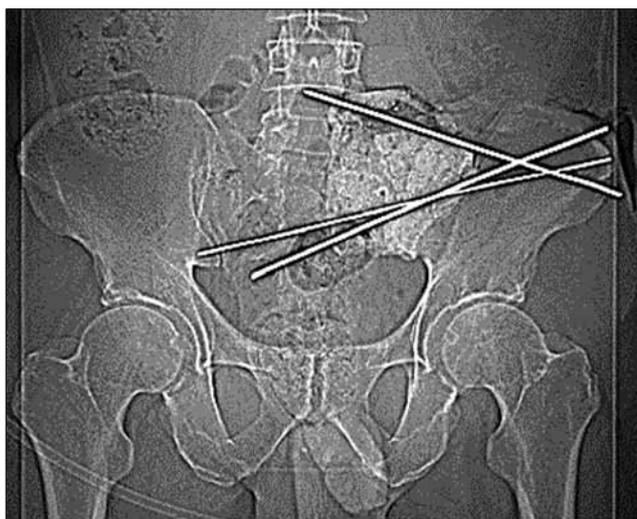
Рентгенография области таза после операции
